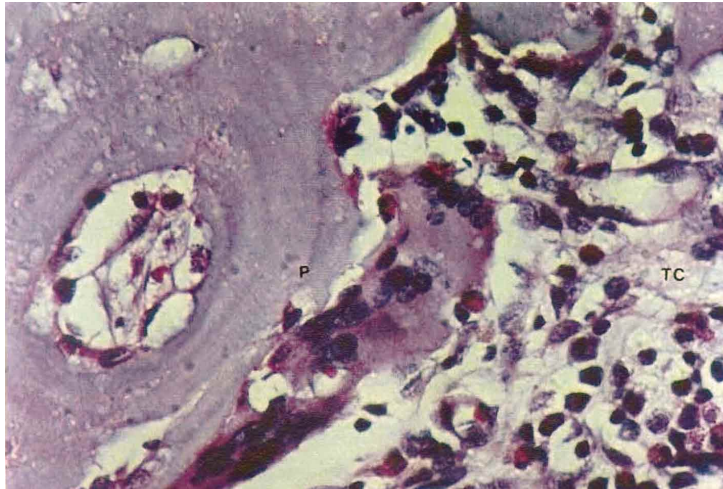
Imagen obtenida del grupo con matriz humano a las 7 semanas, evidenciando fases de regeneración ósea con tejido conectivo en evolución (TC: tejido conectivo). H.E.; 40x.
